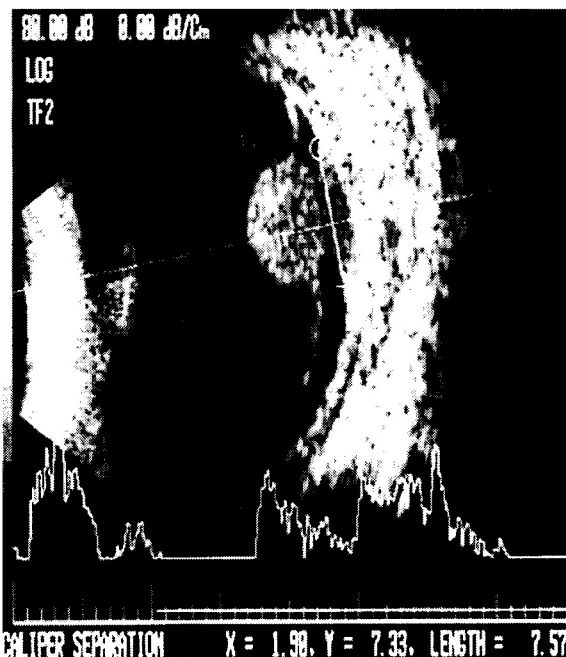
Paciente R.T. Ultrassonografia de olho esquerdo demonstrando lesão sobrelevada, sólida e homogênea, em formato de "cogumelo" em região temporal.
